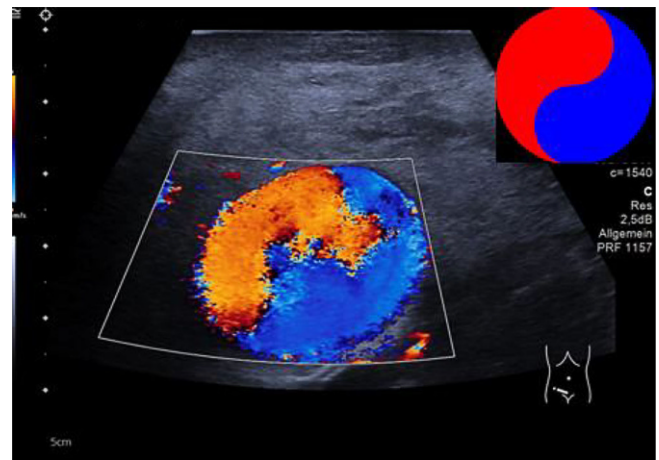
▲ Farbkodierte Duplexsonographie (FKDS). Hier zeigt sich die Formation mit einem pulsatil modulierten bidirektionalen Perfusionssignal, dem sog. Yin-Yang-Zeichen (Symbol rechts oben)
